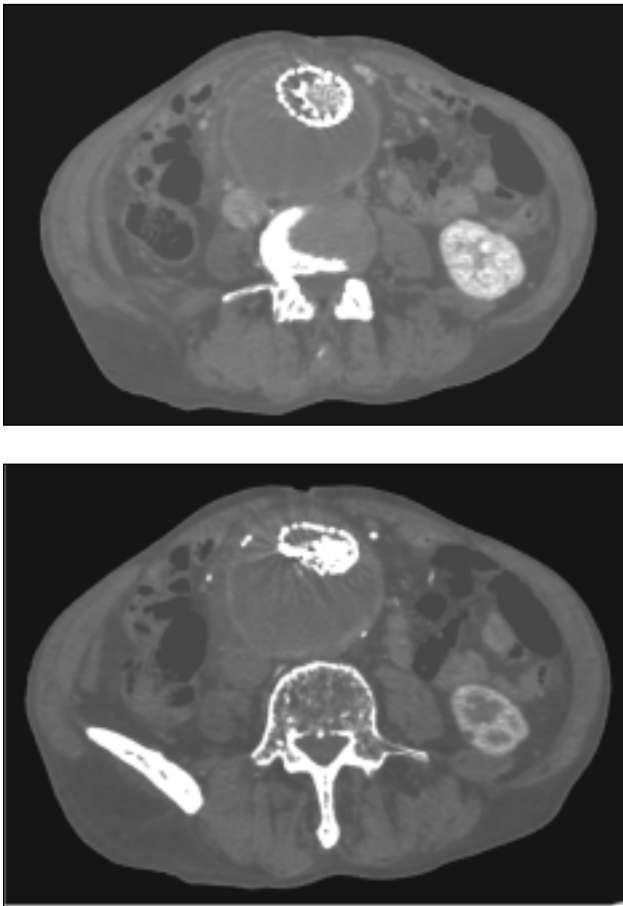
a) e b): TC: non riabilitazione dell'aneurisma, né reperto di rottura
